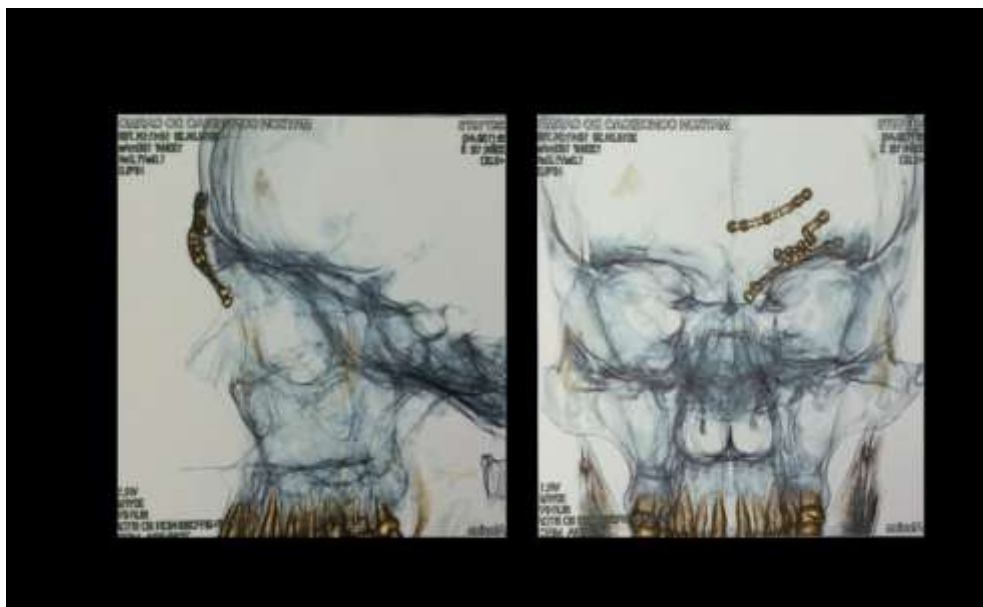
Radiografias pós-operatória da fixação com placa e parafusos.
